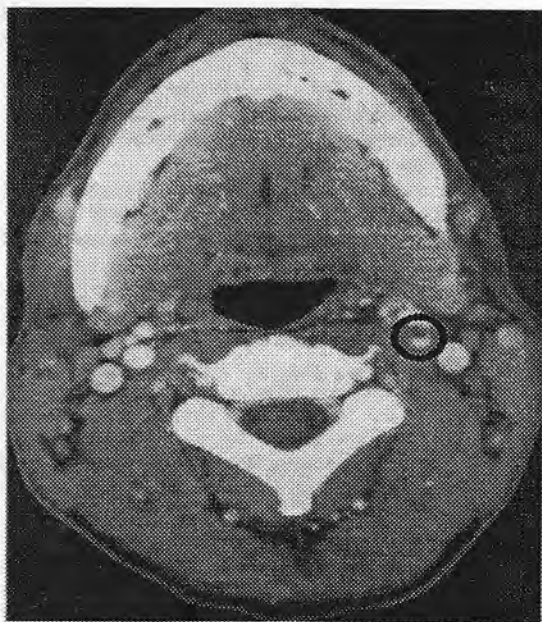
Наблюдение 2. Компьютерная томограмма мягких тканей шеи с контрастным веществом. Диссекция левой внутренней сонной артерии (отмечено кругом).
